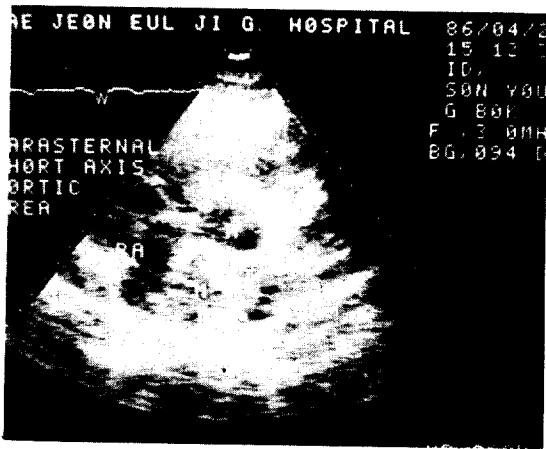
Parasternal view, echocardiogram of case 2.
